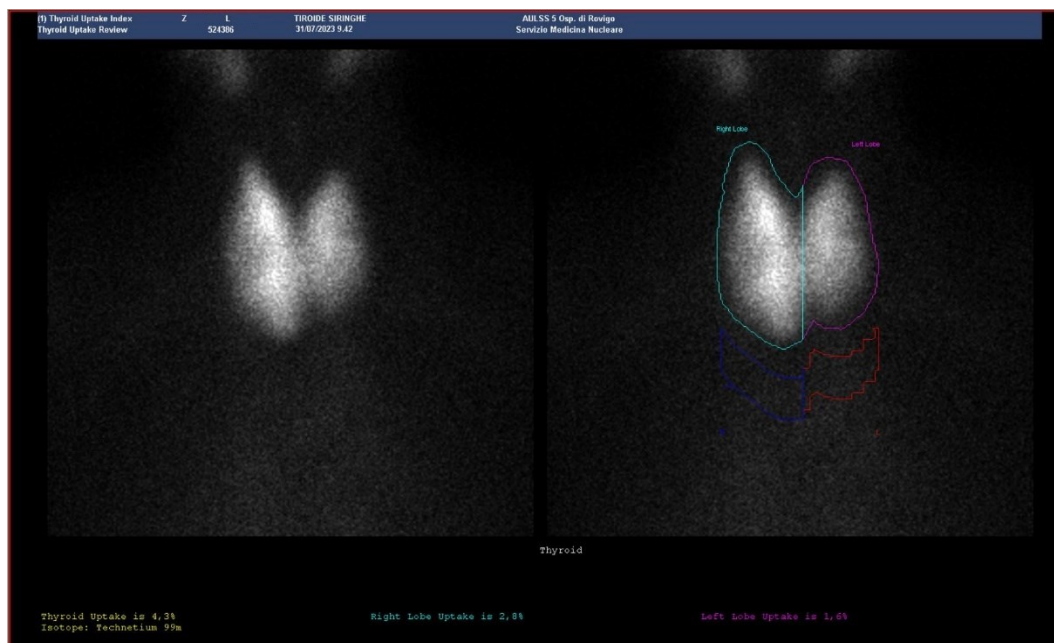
Primo esempio di quadro scintigrafico tiroideo patologico (gozzo multinodulare), con indice di captazione tiroideo totale percentuale pari a 4,3% (non rientrante nel range fisiologico del database di normalità).
